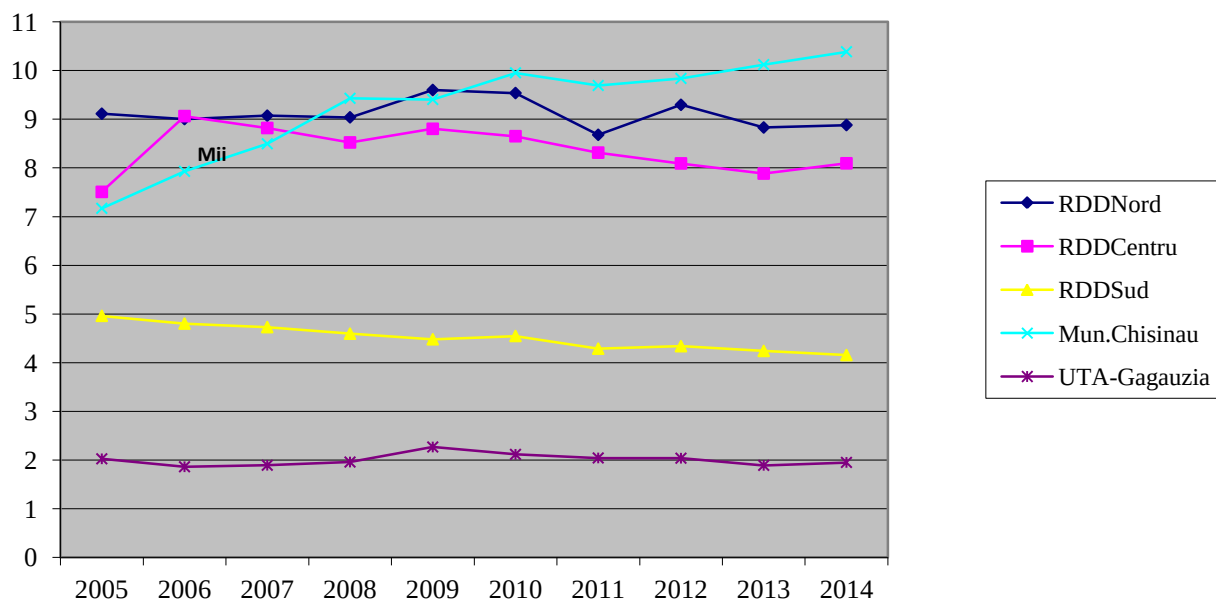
Evoluția numărului de nașteri pe RDD, RM, a. 2005–2014 (abs.)
